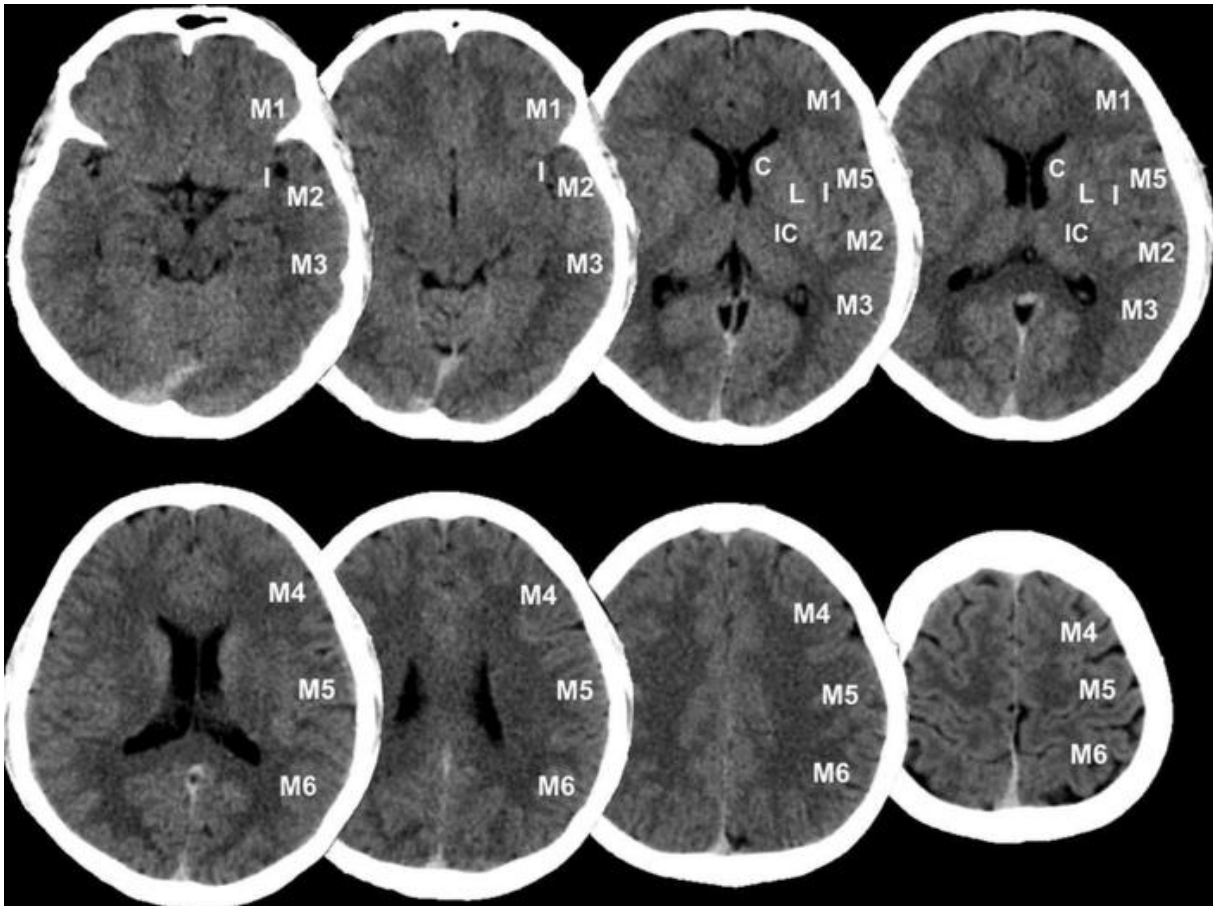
ASPECTS sur des coupes axiales [180].
